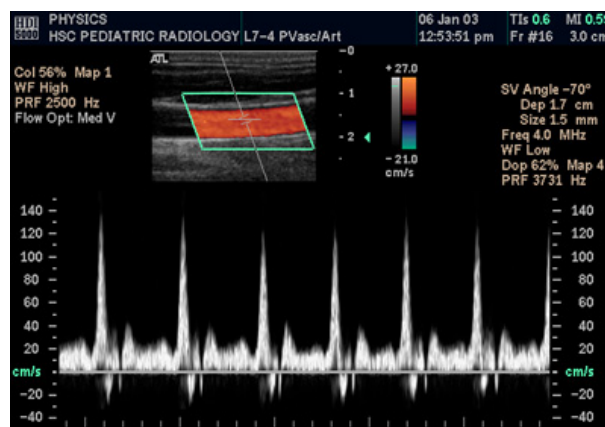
Messung der Flussgeschwindigkeit in einer Arterie mittels Dopplerverfahren (von [DWR06a])
